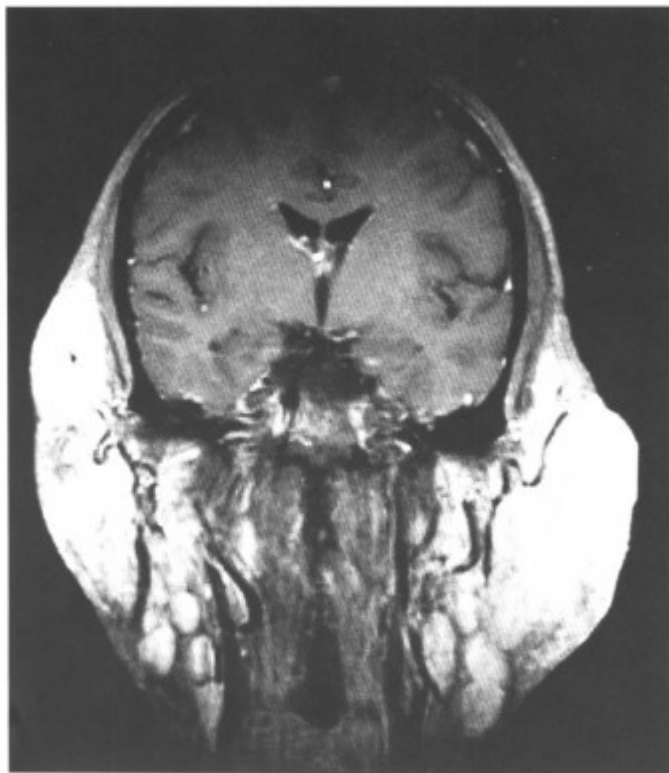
MRI-T₁WI 增强冠状扫描, 左侧腮腺增大均匀强化, 并颈部淋巴结串珠样肿大 (同上病例)
